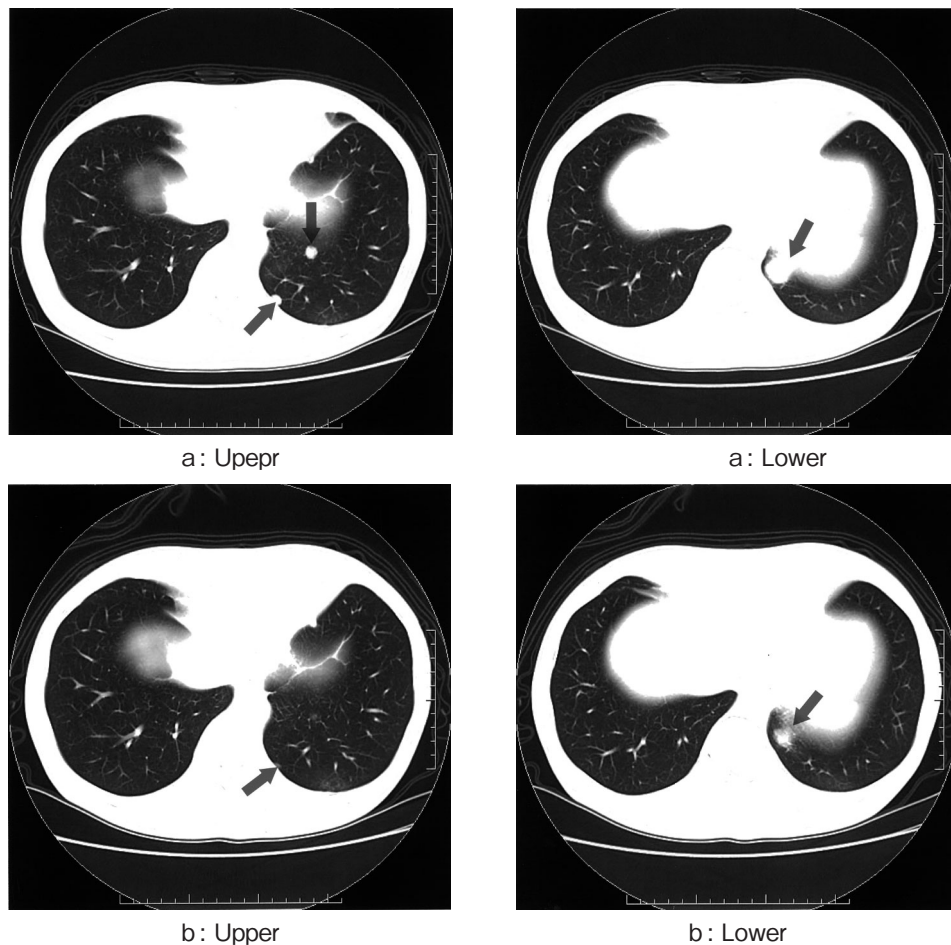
Before and after combination treatment in lung field metastases from RCC. a: showing 2 nodules each 1 cm in diameter (arrows: upper CT) and 1 nodule 2 cm in diameter (arrow: lower CT) (before combination treatment). b: showing 12 weeks after combination treatment, 1 nodule 0.5 cm in diameter (arrow: upper CT) and 1 nodule 1 cm in diameter (arrow: lower CT).
